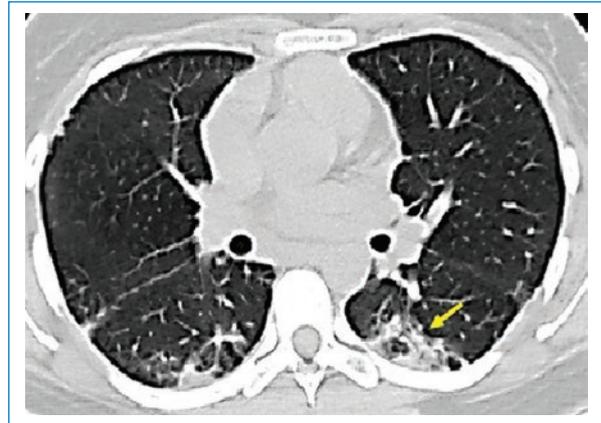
Paciente de 23 años con dermatomiositis, síndrome antisintetasa y neumonía en organización. Tomografía computada de alta resolución en corte axial que evidencia una zona de vidrio esmerilado rodeada por un área de consolidación (signo del halo reverso) (flecha).
